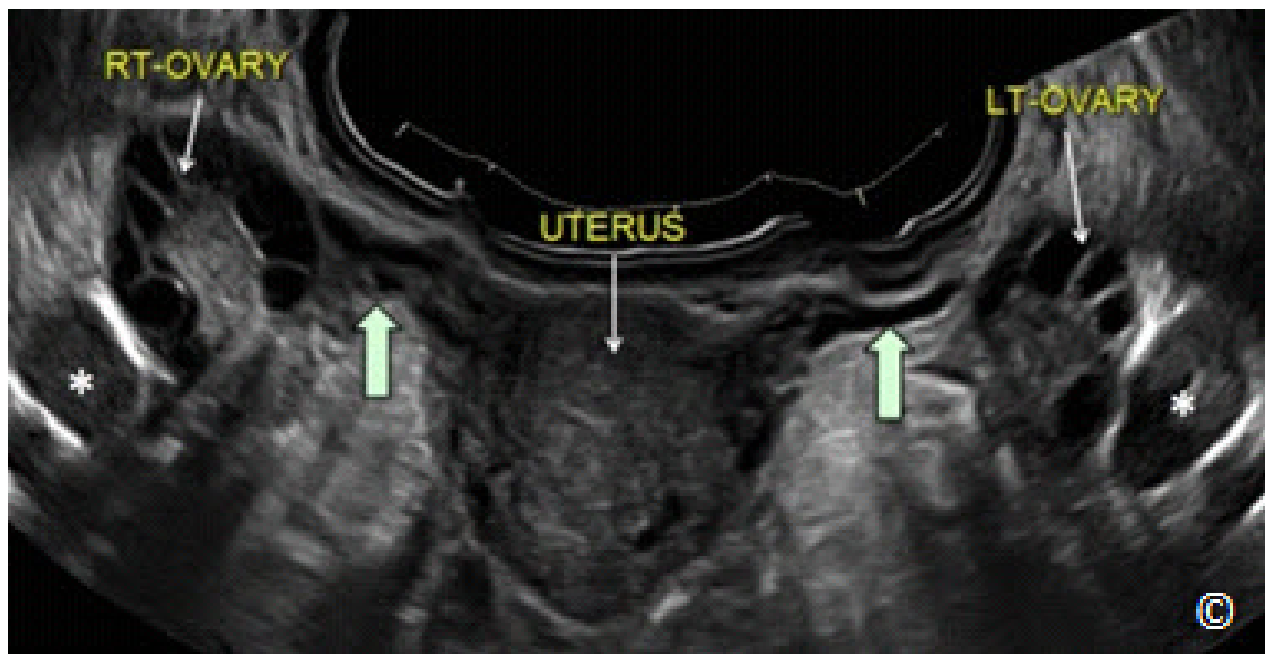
Ultrasonido transvaginal en una vista transversal ampliada (extendida) de la pelvis que muestra el útero (rotulado), los ovarios derecho e izquierdo (rotulados), los ligamentos ováricos (flechas azules) y las venas hipogástricas derecha e izquierda (asteriscos).
